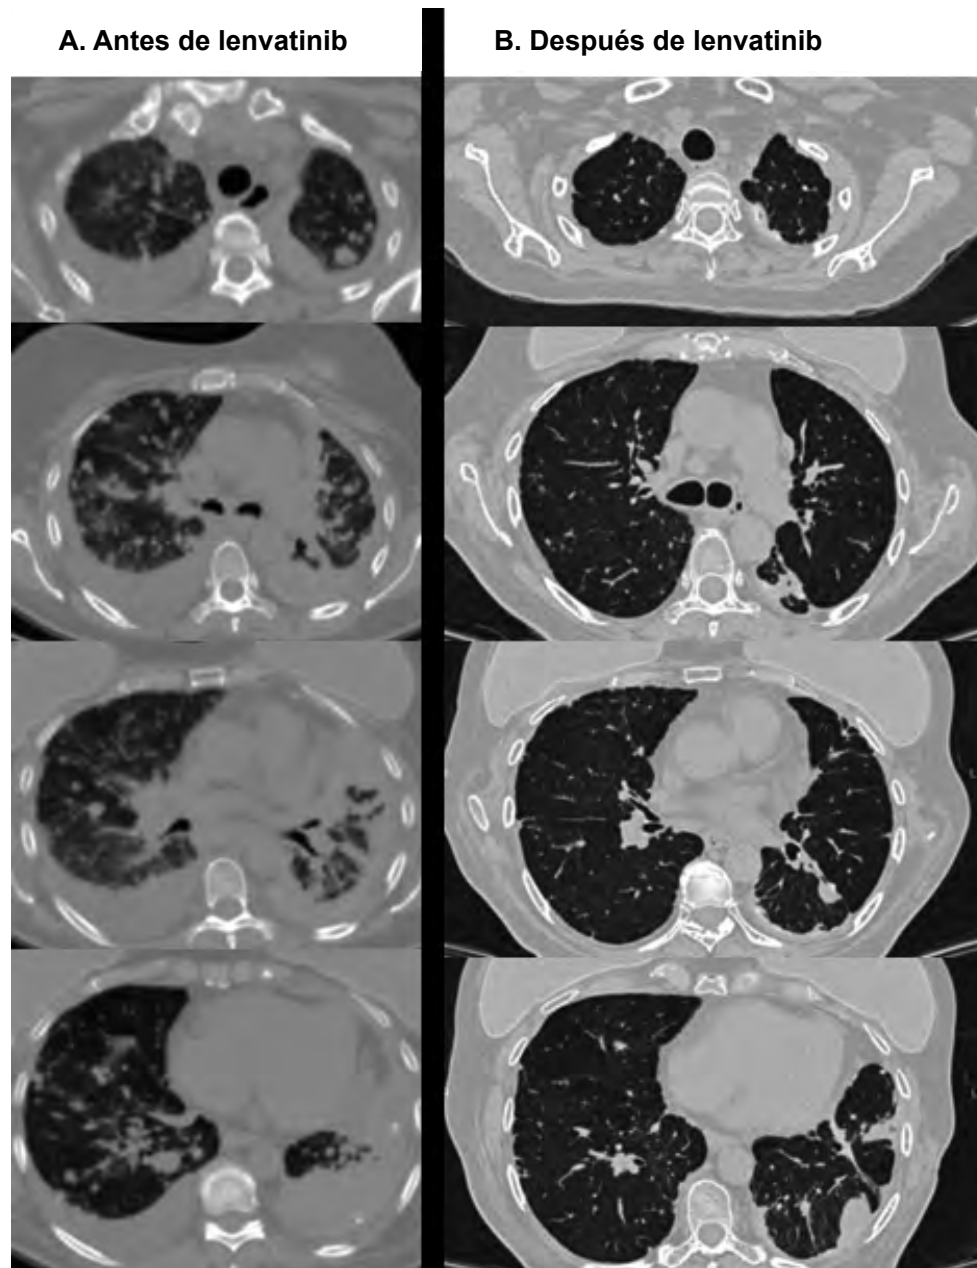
1A. Compromiso pulmonar visualizado en tomografía computarizada simple, antes de iniciar terapia con lenvatinib. 1B. Cambio del compromiso pulmonar visualizado en tomografía computarizada simple a los 24 meses de haber iniciado la terapia con lenvatinib
